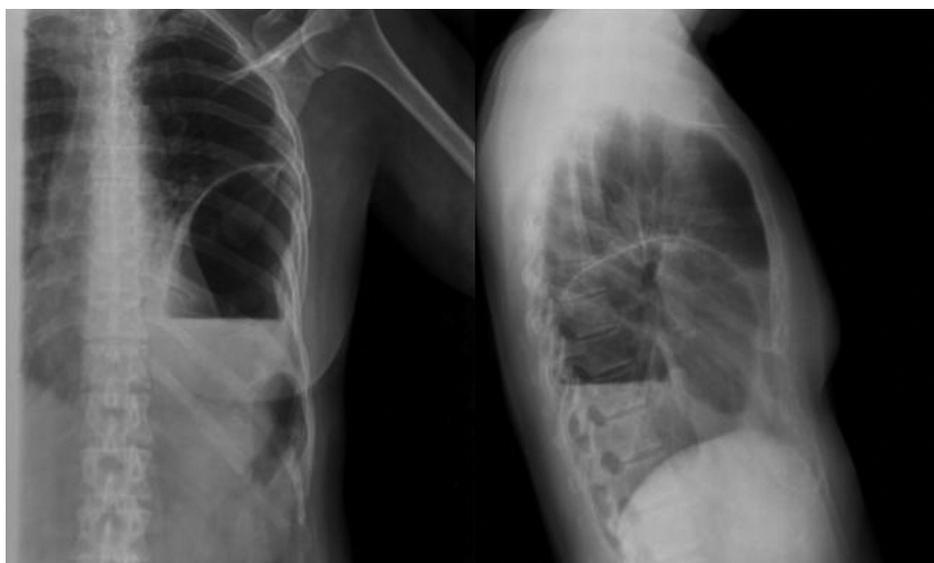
Radiografía simple de tórax (posteroanterior y lateral) de una rotura diafragmática traumática aguda, diagnosticada a las 15 horas de haberse producido.
